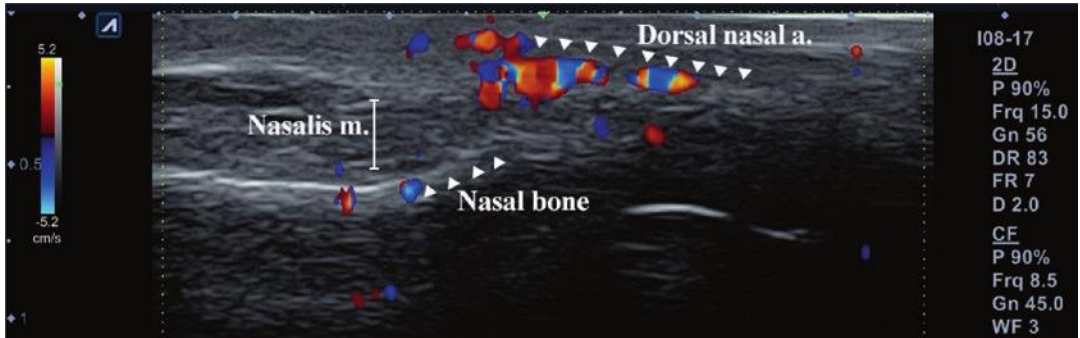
Siêu âm Doppler phát hiện động mạch sống mũi ở dưới da. Bài báo xuất bản năm 2020 [4]
